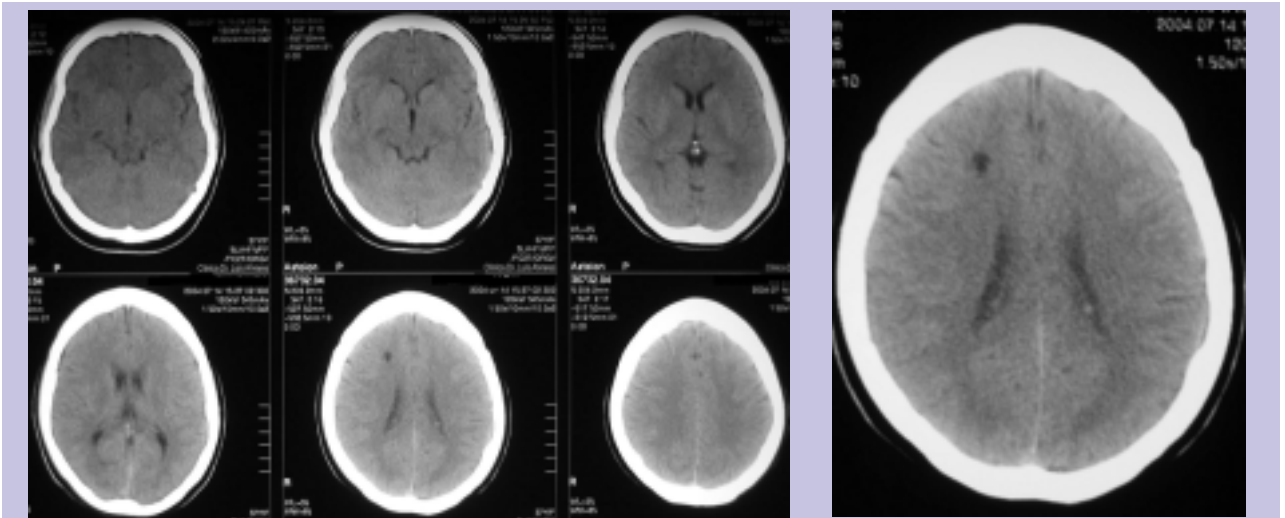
TC CE - lesão sub-cortical da média convexidade frontal direita, arredondada, infracentimétrica, homogênea, com densidade semelhante ao liquor; limites bem definidos e contornos regulares, sem significativo efeito de massa, edema peri-lesional ou realce após contraste.
